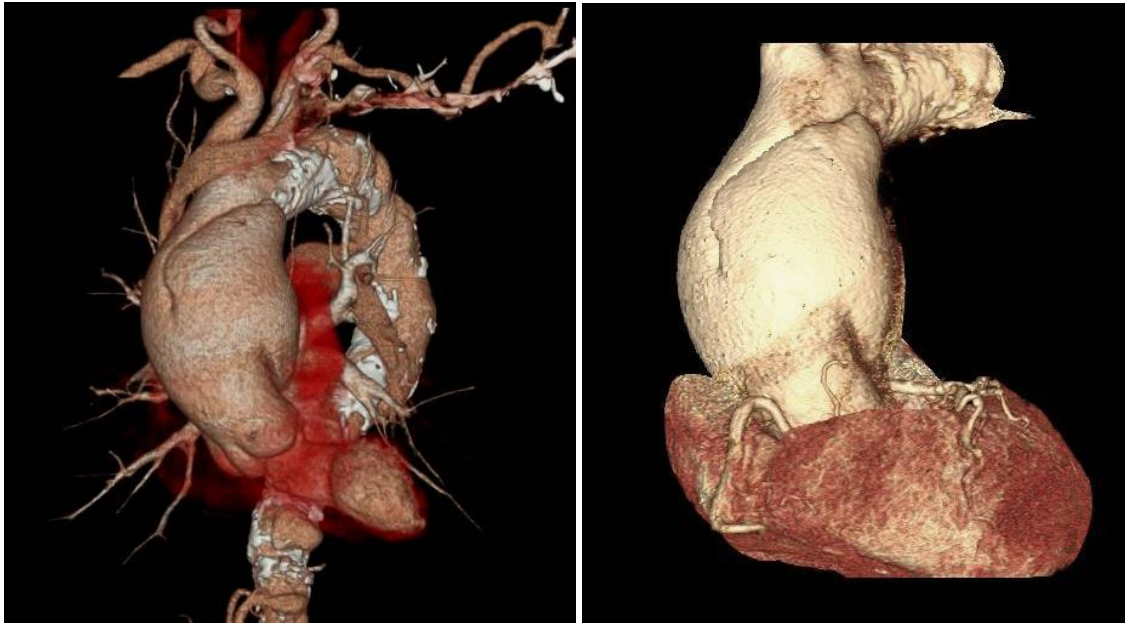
3D Rekonstruktion einer kontrastmittelverstärkten Computertomographie der Aorta Thoracica. Bei dem Patienten zeigte sich eine bis in den Aortenbogen reichende Typ A Aortendissektion sowie eine ausgeprägte Arteriosklerose des Aortenbogens und der Aorta descendens (Porzellan-Aorta). Im rechten Bild wurden die Koronarien dargestellt, wodurch eine Koronare Herzerkrankung ausgeschlossen werden konnte.
